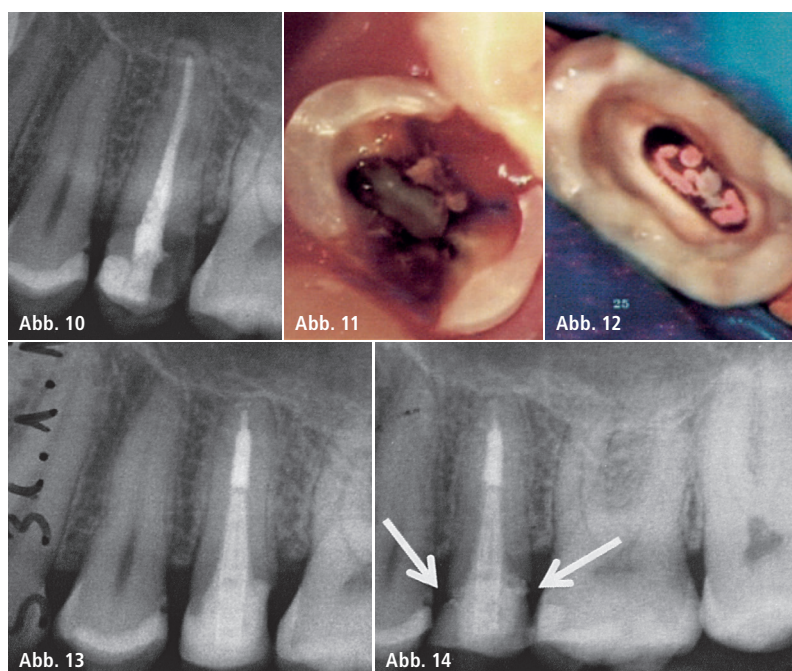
Röntgenologischer und klinischer Anfangsbefund 2008 mit teilweiser Entfernung der Füllung, präendodontischer Kompositaufbau, Kontrolle 31.01.2013, Kontrolle 14.12.2016.
